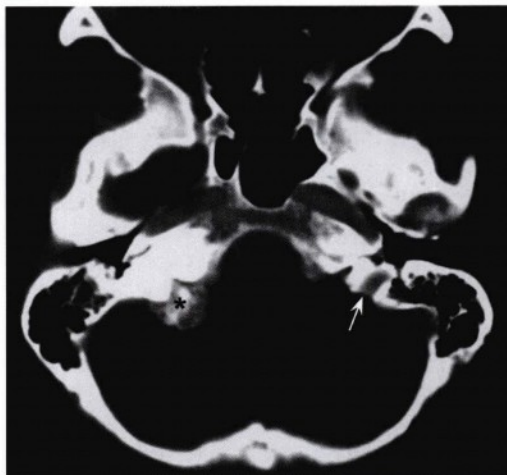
轴位增强CT骨窗图像，显示该病变（星号）重度钙化。MR及CT图像的特点符合钙化的脑膜瘤。病变位于颈静脉孔上方，沿岩骨后部骨面生长。左侧可见正常的颈静脉孔血管部（箭头）。
